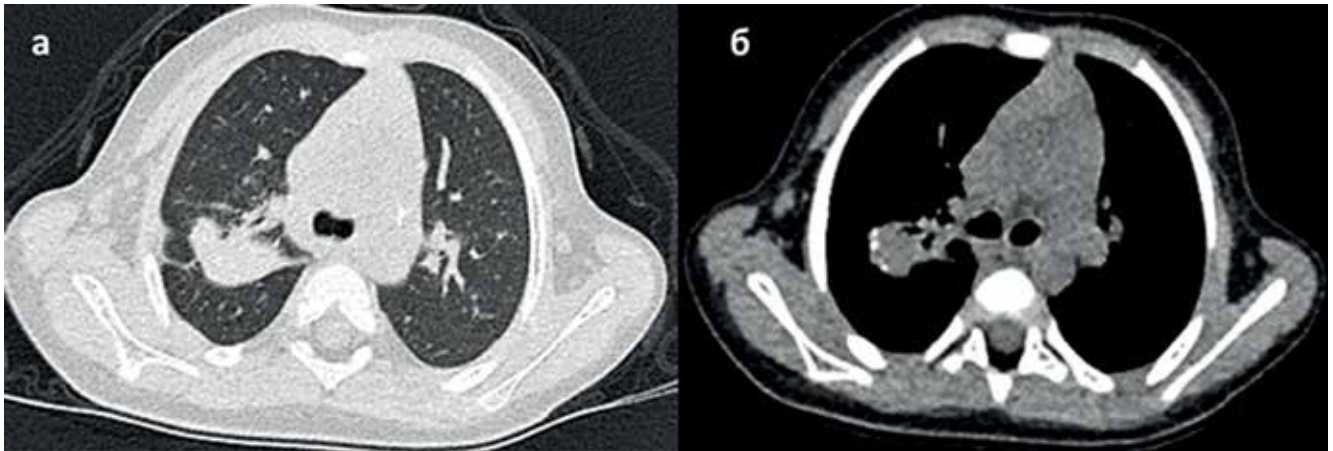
Пациент З., 2 года 8 мес. КТ ОГК от 06.12.2018 г. до начала противотуберкулезной терапии, легочное (а) и абдоминальное окно (б). КТ-картина соответствует первичному туберкулезному комплексу С 1, 2 правого легкого в фазе уплотнения и кальцинации
